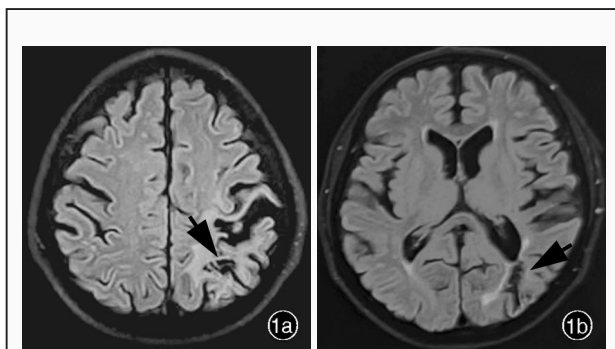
头部横断面 T₂-FLAIR 成像所见 1a 左侧额顶交界区陈旧性软化灶(箭头所示) 1b 左侧枕叶陈旧性软化灶,左侧侧脑室后角高信号,考虑缺血性改变(箭头所示)
